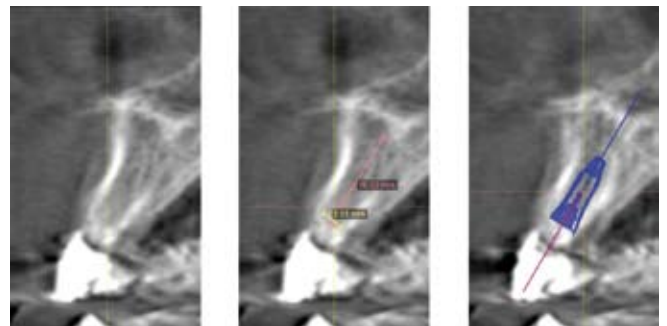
a) Sección del TAC correspondiente al pónico. b) Planificación del caso. c) Corte lateral de la planificación con el software Galimplant® 3D.
